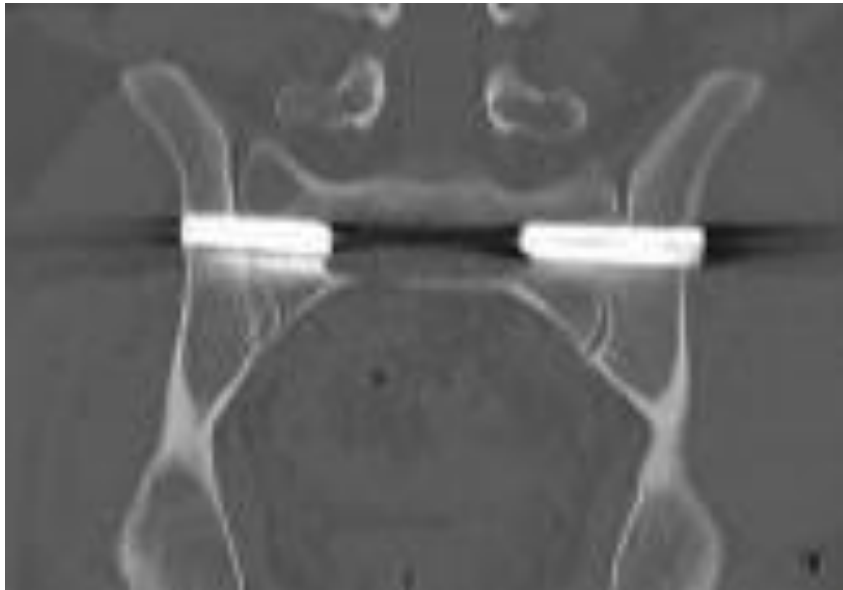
Röntgenaufnahme Beckenoutlet des Beckens nach operativer Versorgung des linken ISG Gelenkes. Die Lage der drei iFUSE Implantate links und rechts ist regelgerecht. Das ISG Gelenk wird beidseits überbrückt sechs Monate post Op. Es Die Implantatlage ist im Vergleich zu den Voraufnahmen unverändert, Beispiel D4
